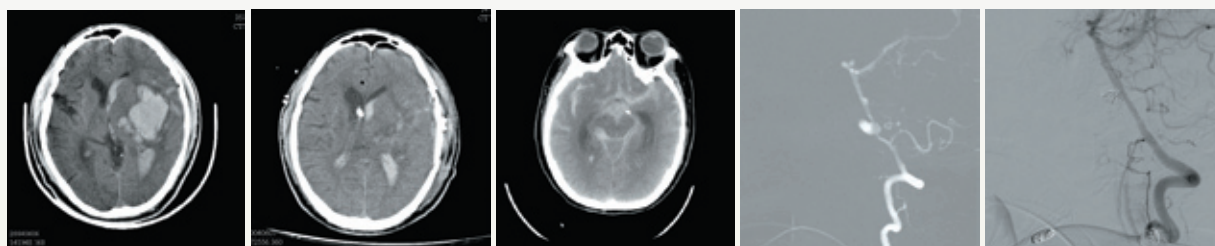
(a) 出血性中風，CT顯示基底核有一大血塊 (b) 外科醫師引流後血塊被清除，挽救了病患的性命
